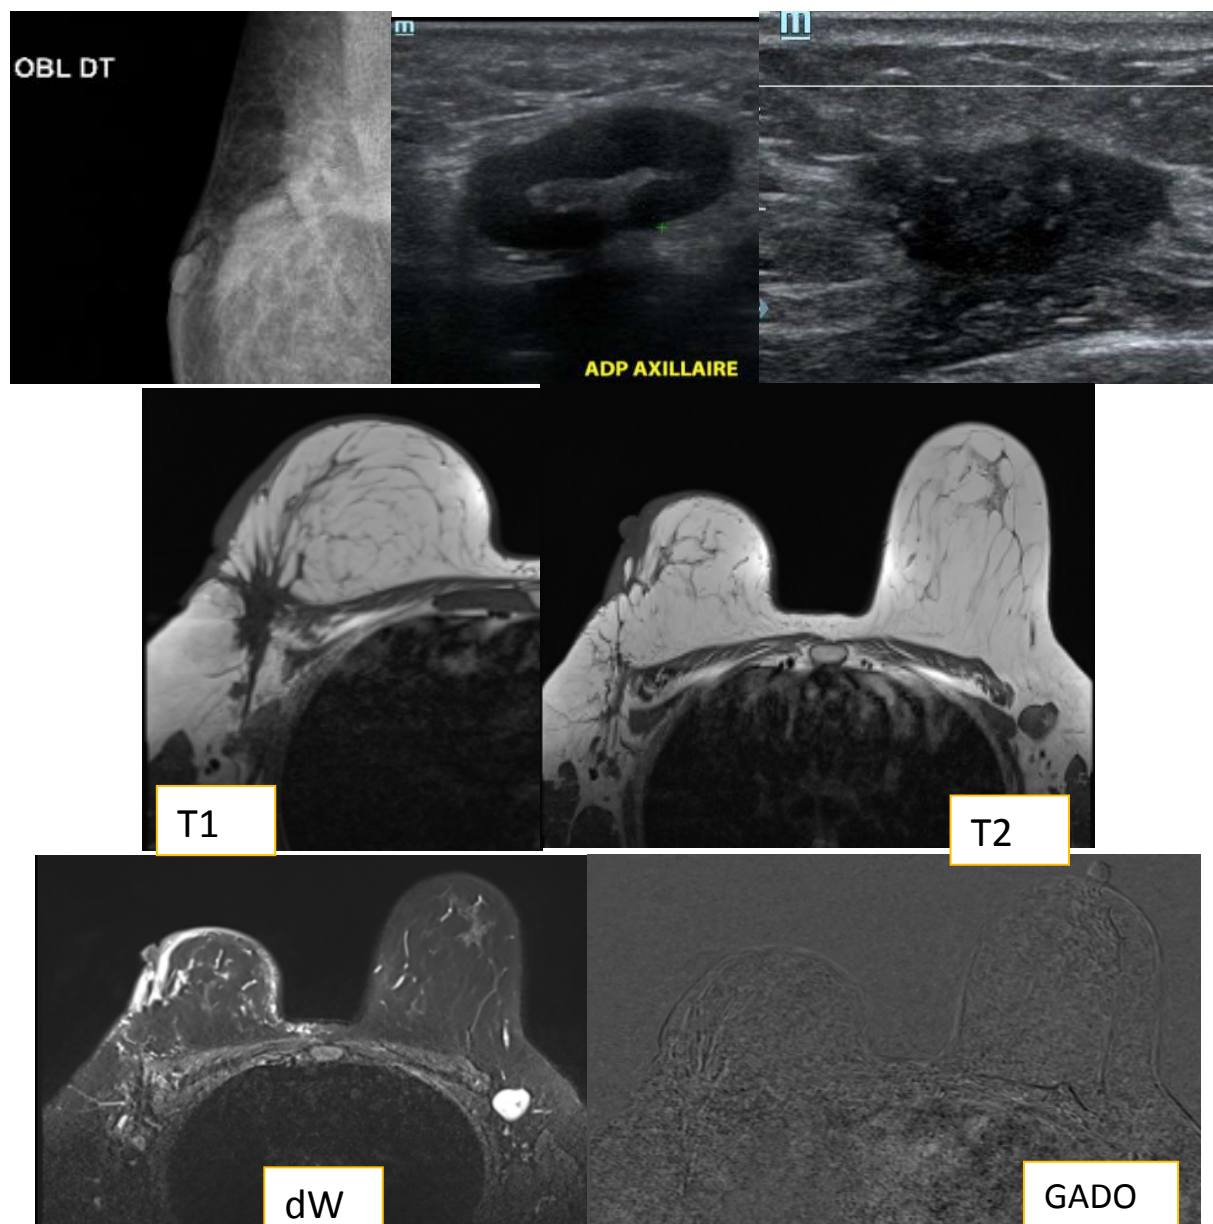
50 ans, CCI seins droit, lésion en regard de la cicatrice opératoire avec des ADP axillaires bilatérales, classée à écho mammo ACR 4. IRM mammaire : Adénopathie axillaire gauche associée à un magma ganglionnaire axillaire droit adjacent à la cicatrice fibreuse d'allure suspectes. Biopsie de l'ADP axillaire gauche en faveur d'une récurrence ganglionnaire.
